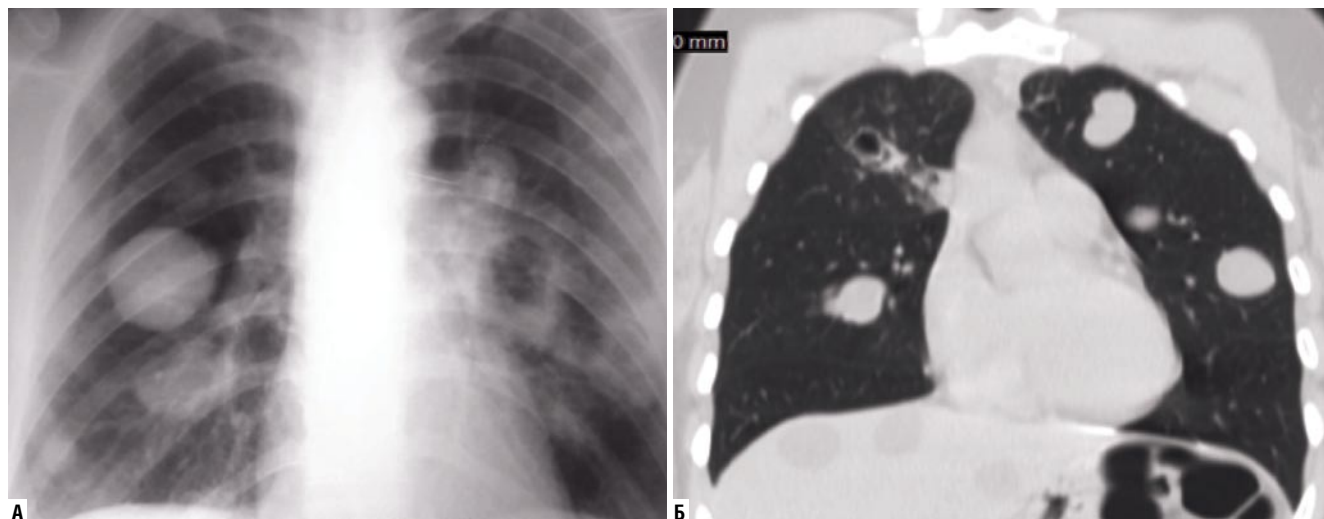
Больной Ш. 54 лет. А – рентгенограмма, прямая проекция; Б – компьютерная томограмма до операции. Оперирован 26.02.2001 г. Произведена одномоментная последовательная эхинококкэктомия из обоих легких. Послеоперационное течение гладкое
